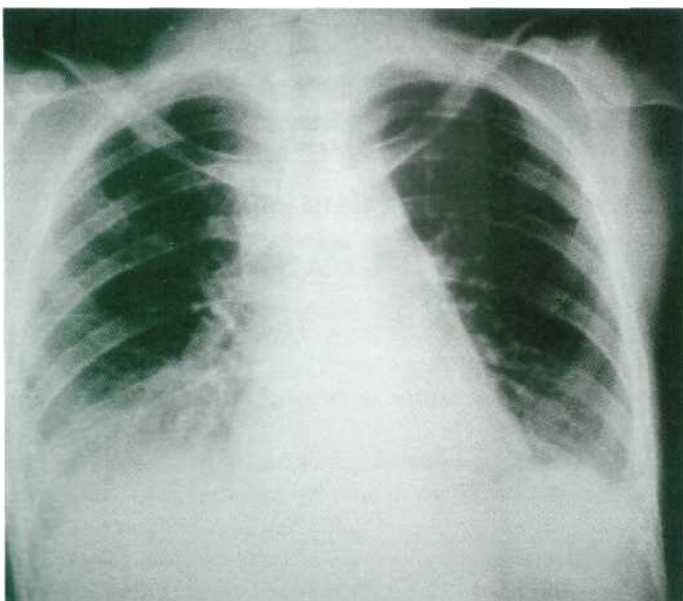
Radiografía de tórax en un paciente con mediastinitis de origen odontogénico.
